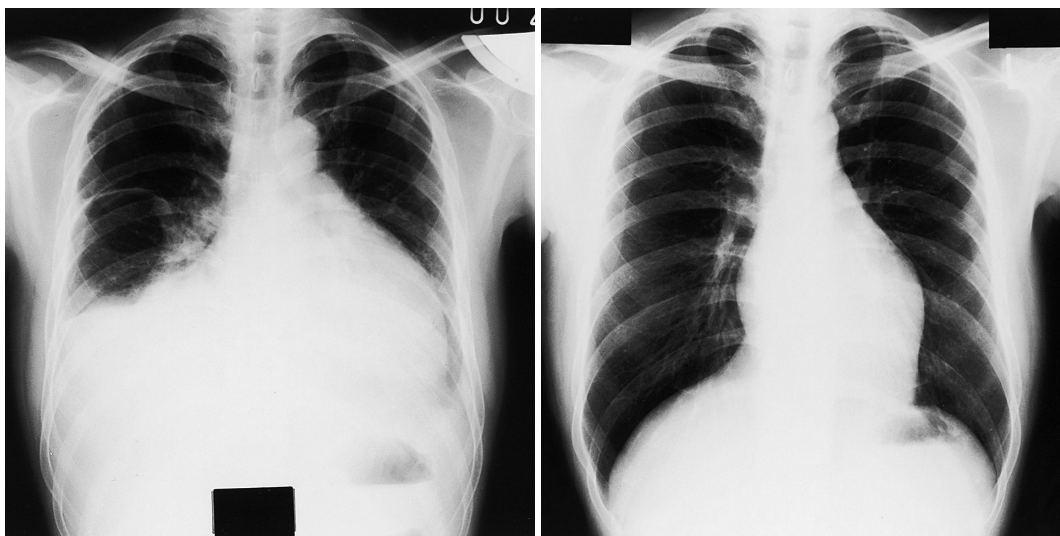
Chest roentgenograms on admission (left) showing bilateral pleural effusion and marked cardiomegaly, and in the recovery stage (right) showing disappearance of cardiomegaly and pleural effusion
